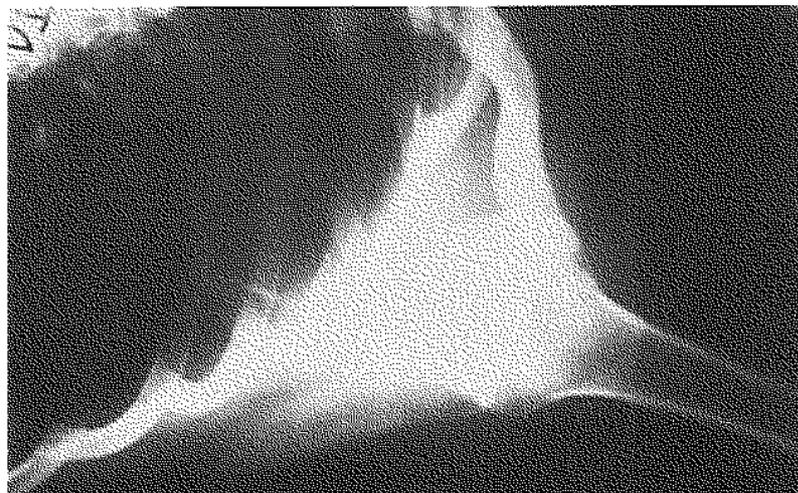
Radiographie représentant 1 cas de luxation erecta chez 1 patient de 16 ans.
